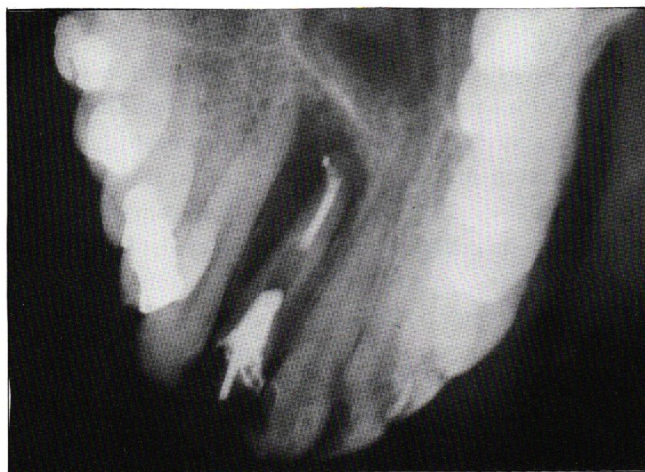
Imagem radiolúcida em região apical do incisivo lateral superior esquerdo e extravasamento do material obturador, compatível com processo inflamatório crônico periapical comum em áreas de insucesso de tratamento endodôntico.
